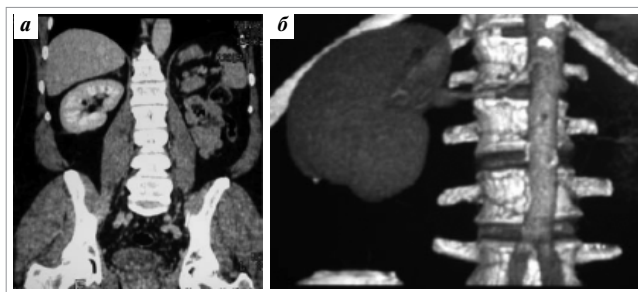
Контрольная МСКТ, выполненная через 10 лет после двух ОСО на правой почке; МПР: а — фронтальная проекция; б — 3D-реконструкция
